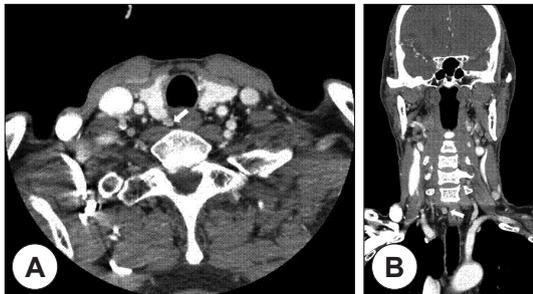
Preoperative enhanced neck CT scan shows 4mm-sized well circumscribed, oval mass (white arrow) in right tracheoesophageal groove region on axial (A) and coronal (B) view. CT : computed tomography.
